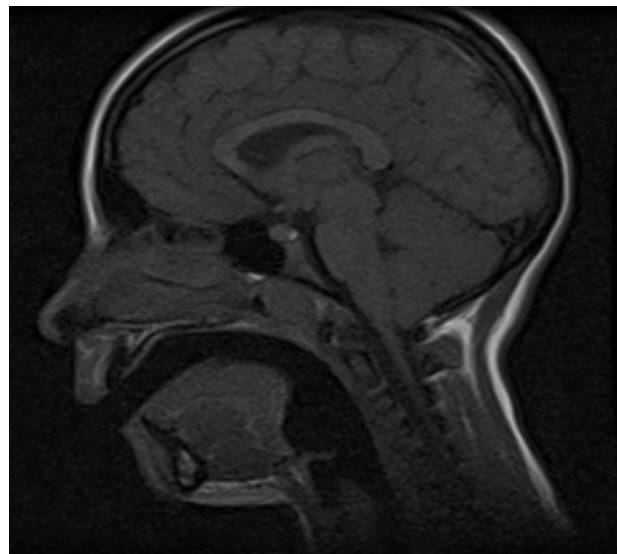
Resonancia magnética en la que se observa el descenso de las amígdalas cerebelosas.
